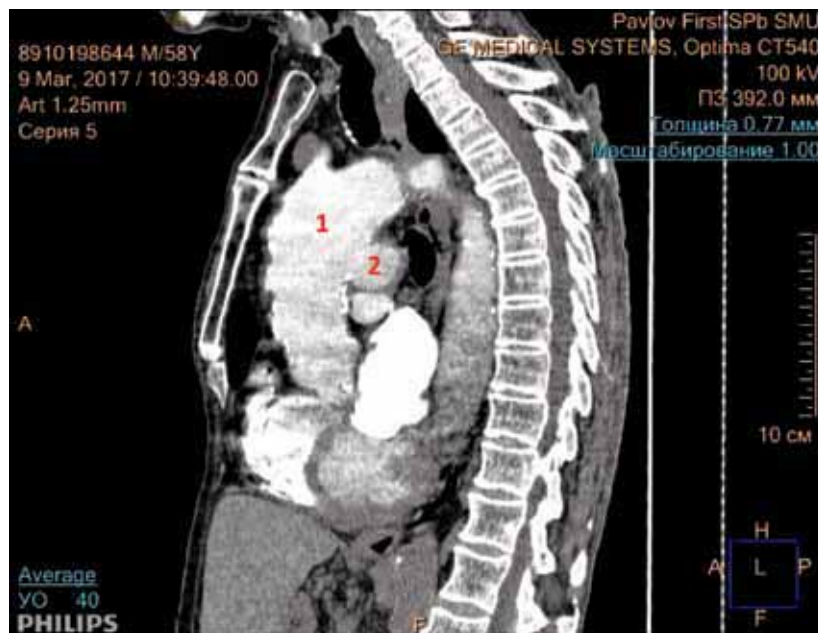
МСКТ органов грудной клетки (сагиттальная проекция). 1 — аневризма восходящей аорты; 2 — псевдоаневризма восходящей аорты
